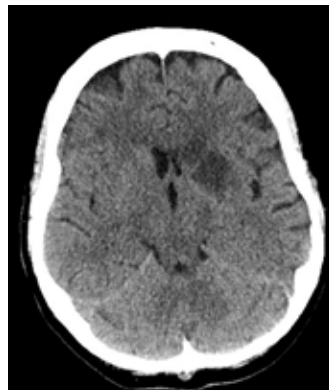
Endovasküler girişim sonrası 24 saatlik takip BT'si. Enfarktüs işareti olan düşük yoğunluklu alanı gösteren 2,5 mm aksiyel kesit
